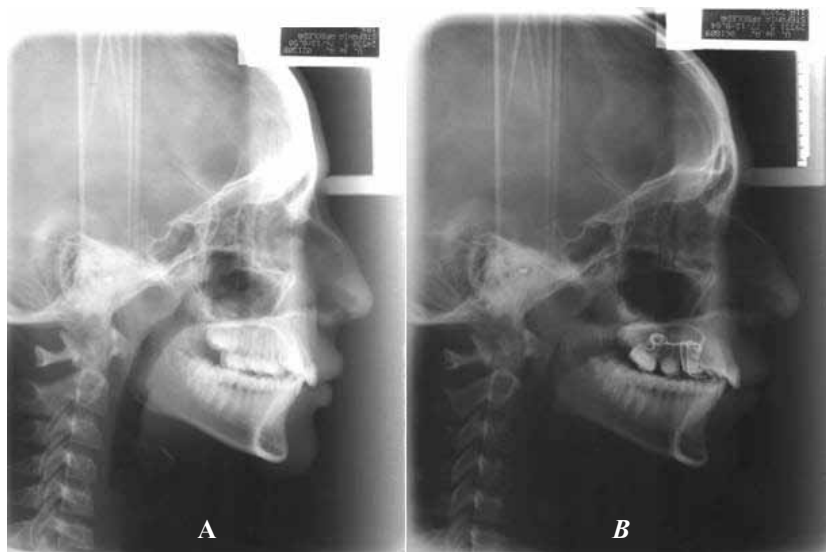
Radiografía cefálica inicial (T1); B. radiografía cefálica final (T2)
